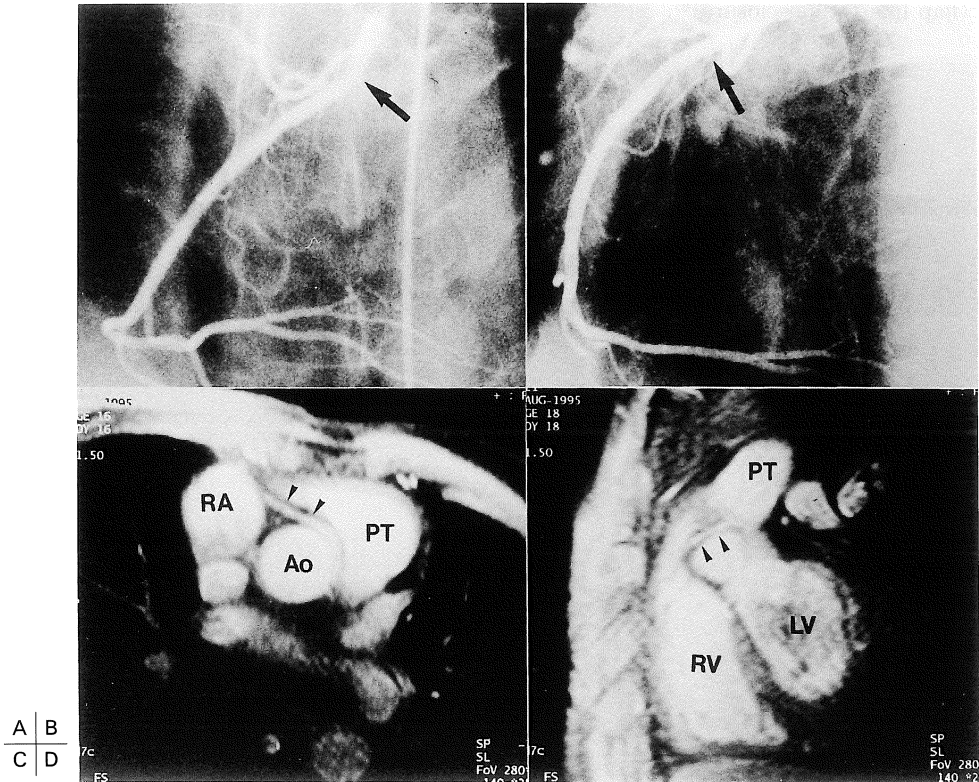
A shows PA view by conventional x-ray coronary angiography and B shows LAO view. An RCA (arrow) originates from the left aortic sinus. C shows transverse MR image of an anomalous RCA (arrow head) originating from the left aortic sinus. D is perpendicular to C. The anomalous RCA runs between the aorta and pulmonary trunk toward the right aortic sinus and takes a normal RCA course. Ao indicates aorta ; PT, pulmonary trunk ; LA, left atrium ; RA, right atrium.
